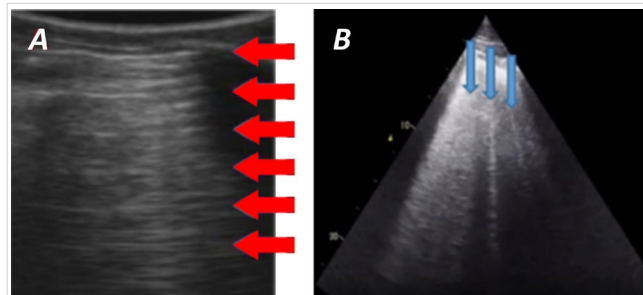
Artefactos característicos en la ecografía pulmonar. A. Líneas A (flechas rojas). B. Líneas B (flechas azules).
